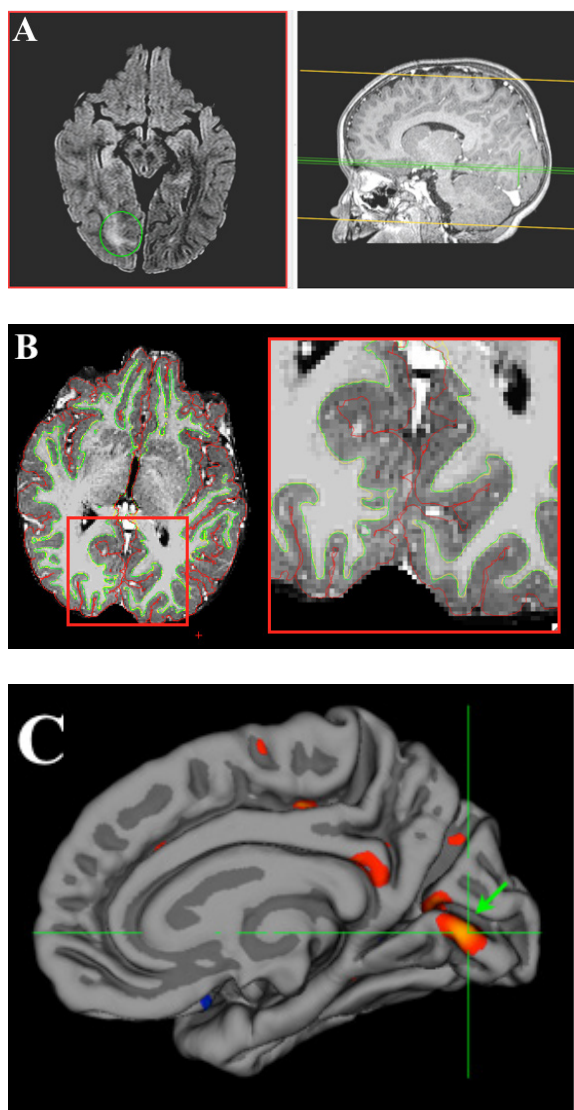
Paciente de 4 años con displasia cortical occipitotemporal derecho. A. Ubicación de la displasia en las imágenes FLAIR axial y T1 sagital. B. Segmentación automática de la sustancia blanca y gris a partir de la cual se calcula el espesor cortical en un corte a nivel de la displasia. C. Localización automática de la zona displásica a partir de la diferencia significativa entre el grupo control y el sujeto. D. Gráfica de espesor cortical Vs. sujeto; el cuadro rojo corresponde al espesor cortical del paciente, el cual tiene un espesor cortical mayor que el grupo control en la zona displásica.
